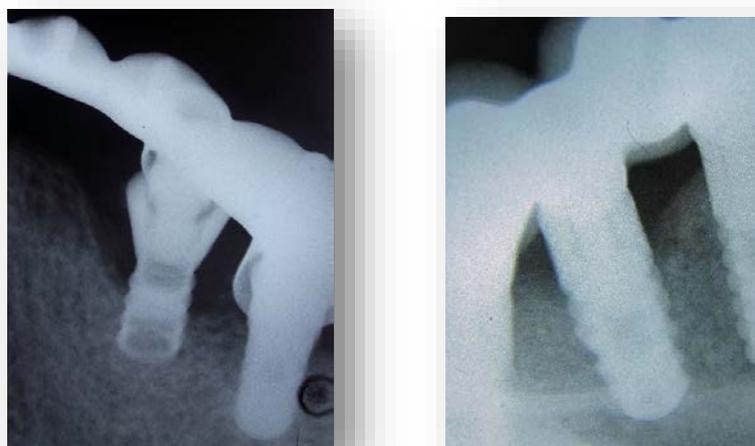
Рентгенологическая картина периимплантита.
